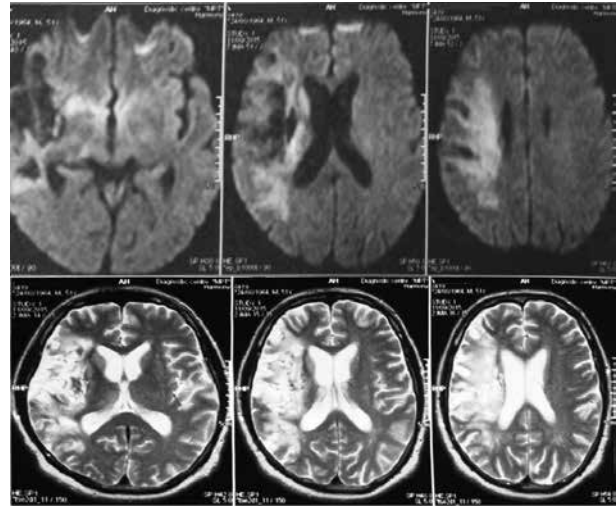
МРТ головного мозку хворого Н., 51 рік (повторне порушення мозкового кровообігу по ішемічному типу в басейні правої середньої мозкової артерії, підгостра стадія)
